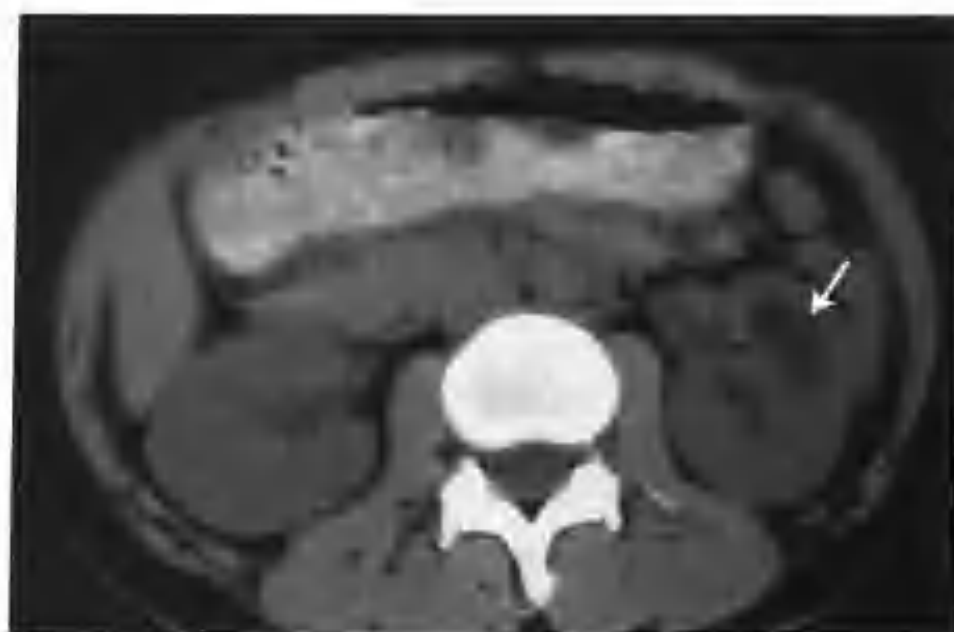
左肾结核空洞(CT平扫示左肾中极肾盏旁有一个 $1.0\text{cm} \times 2.5\text{cm}$ 的椭圆形低密度影(箭头))
